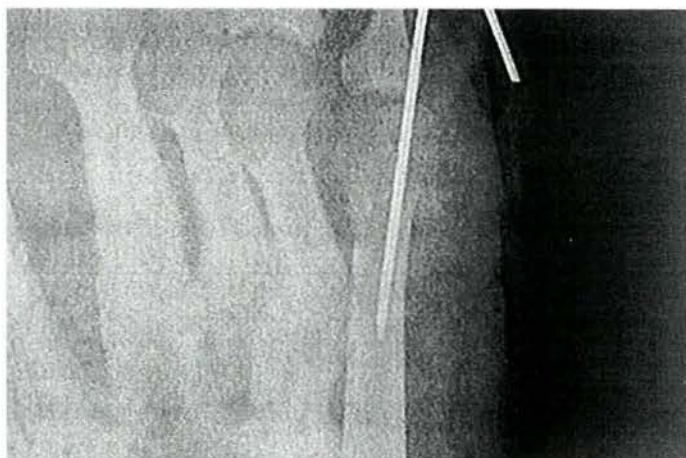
COMPLICACIONES. Radiografía post-operatoria de la figura 16A. Artroplastia de quinto dedo y osteotomía elevadora del quinto metatarsiano (fijada con una aguja de Kirschner de 1,1 mm). Obsérvese la alineación del quinto radio y el aumento del espacio articular metatarsofalángico.
